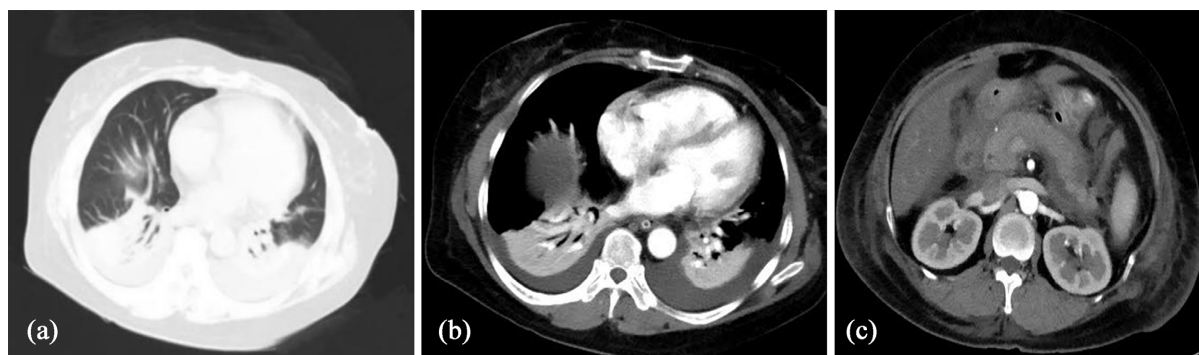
Transverse CT images of chest and abdomen from the same patient. Female patient, 53 years old, admitted due to upper abdominal pain for 5 days, clinically classified as severe acute pancreatitis. Pneumonia index PII = 65%. (a) Chest CT plain scan (lung window) and (b) Chest CT enhanced scan show multiple patchy consolidation lesions in both lungs, with bilateral pleural effusion; (c) Upper abdomen CT enhanced scan shows enlarged pancreas with heterogeneous enhancement, blurred peripancreatic fat spaces, and fluid collection
